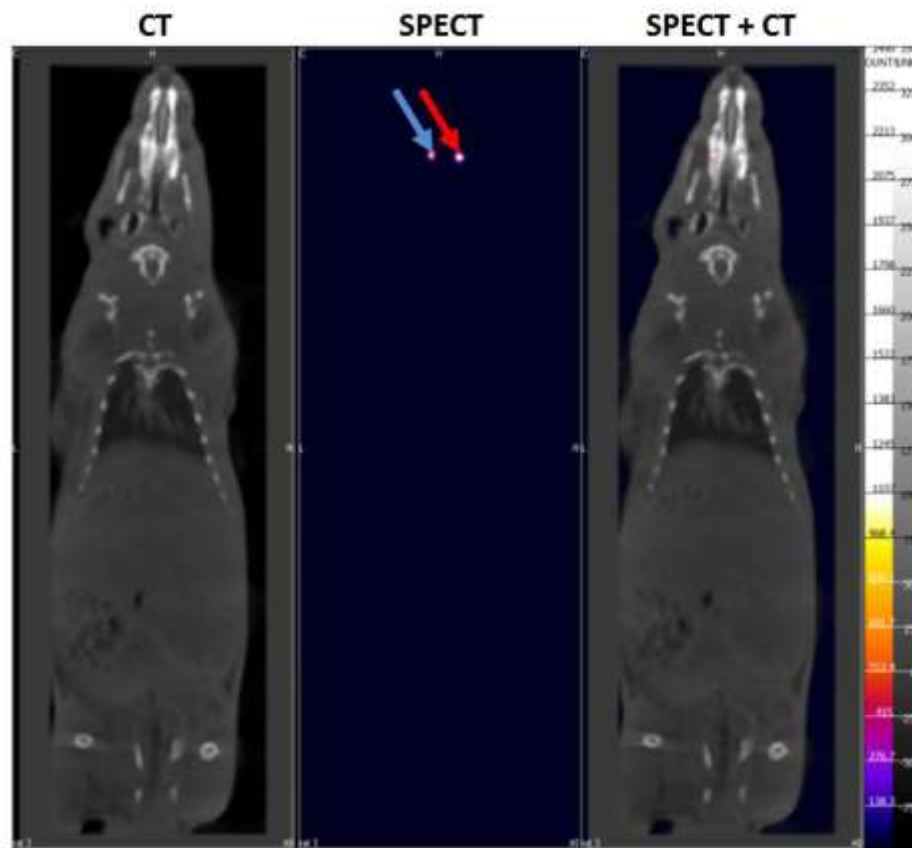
Reconstruction SCPET/CT d'une acquisition de corps entier.
